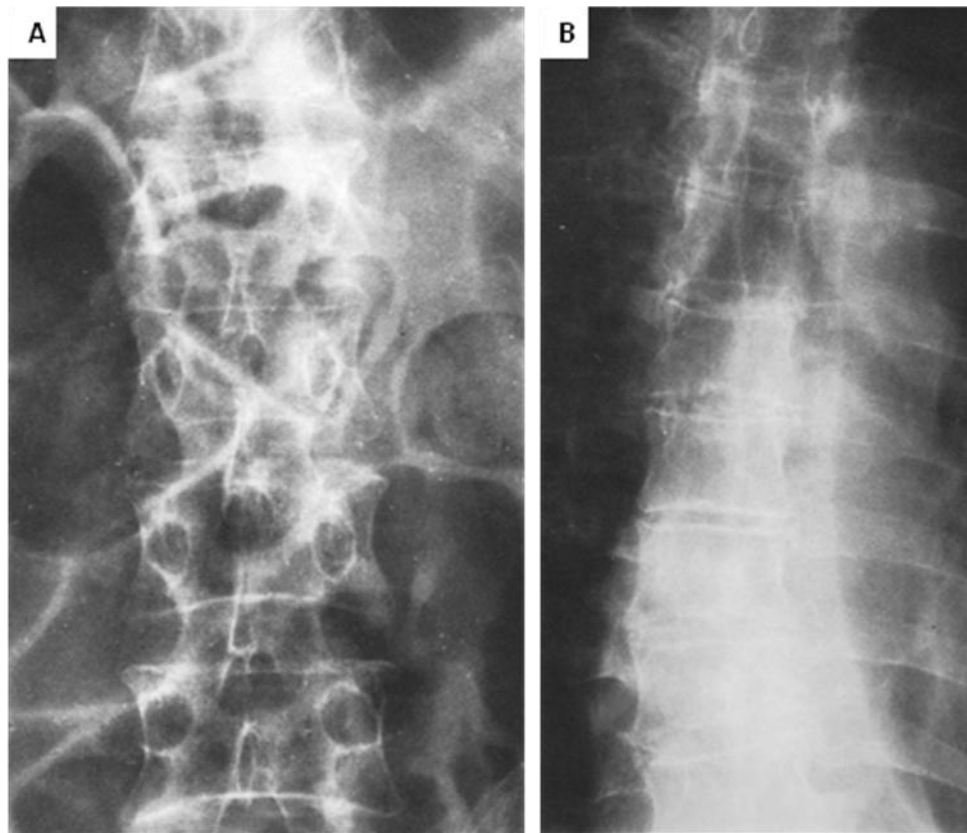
102. A. Radiografía AP de columna, paciente con mieloma difuso, hay varias alteraciones vertebrales pero los pedículos son bien delimitados. B. Paciente con carcinoma de células en avena y metástasis vertebrales, múltiples pedículos no son delimitables, los cuerpos vertebrales están poco afectados.
